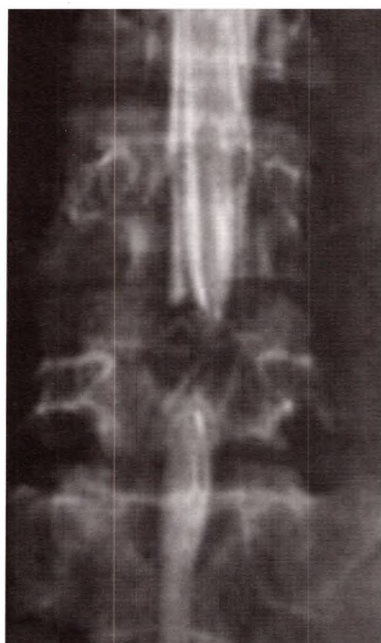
C Saccoradiculographie avec cliché radiographique de face montrant un arrêt de la colonne radio-opaque en regard de L4-L5.
